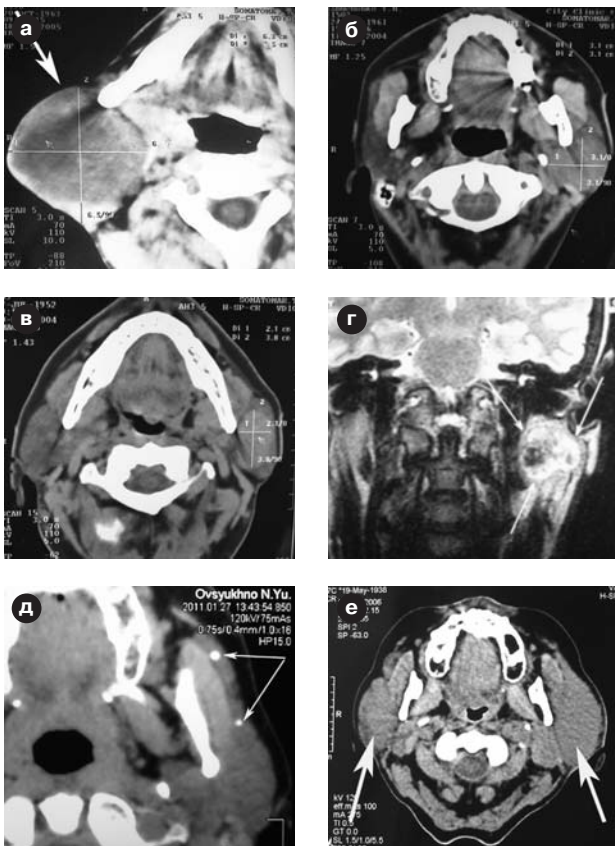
Внешний вид опухолей околоушных желез на компьютерной (а, б, в) и магнитно-резонансной томограммах (г). Компьютерная томограмма при калькулезном (д) паротите (слонные камни указаны стрелками) и при доброкачественном лимфоэпителиальном поражении (е).
